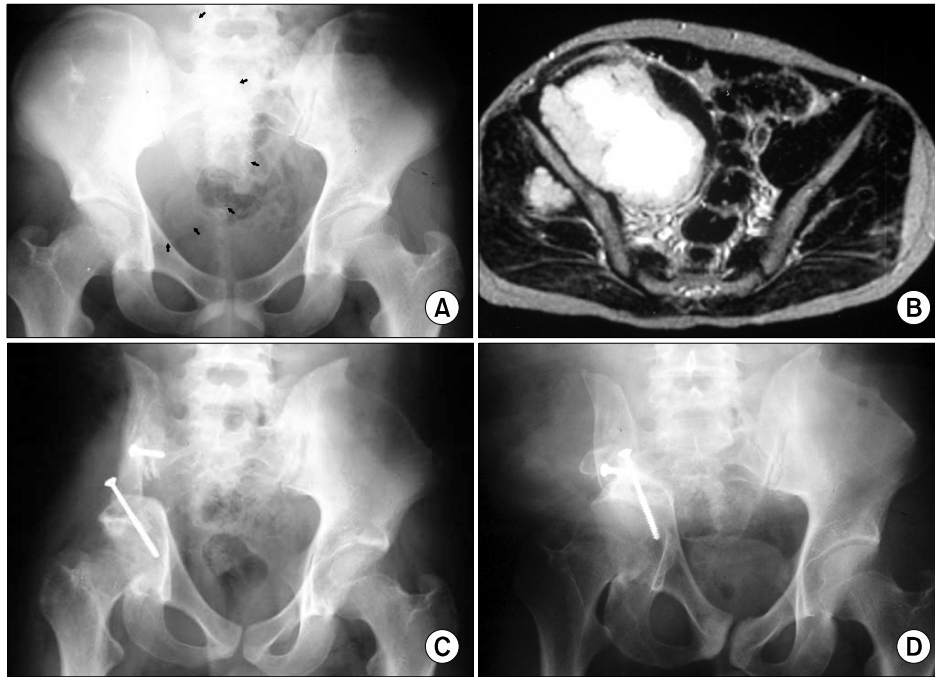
(A) Plain radiograph shows a sclerotic lesion in the right ilium and sacro-iliac joint. (B) The T2WI MRI shows a huge mass extending from the right iliac fossa extending to the pelvic cavity. (C) Type I resection was performed, followed by a strut bone graft from the contralateral iliac cortex. (D) Thirteen years post-operatively, internal rotation of the remaining segment, sclerotic changes of the symphysis pubis, and some shortening were evident. However, the patient had no problems performing daily activities.
